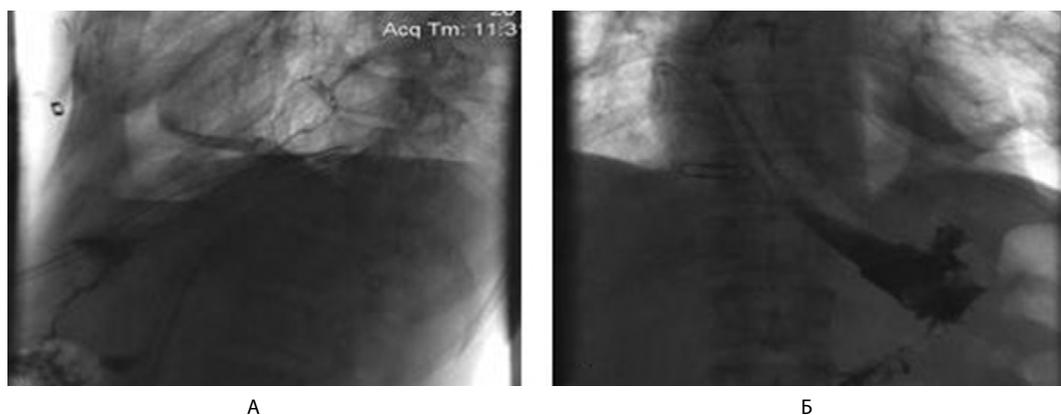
Рентгенограммы: А — при постановке стента; Б — через 2 дня после установки. Пищевод герметичен, миграции стента и затека контрастного вещества не определяются
